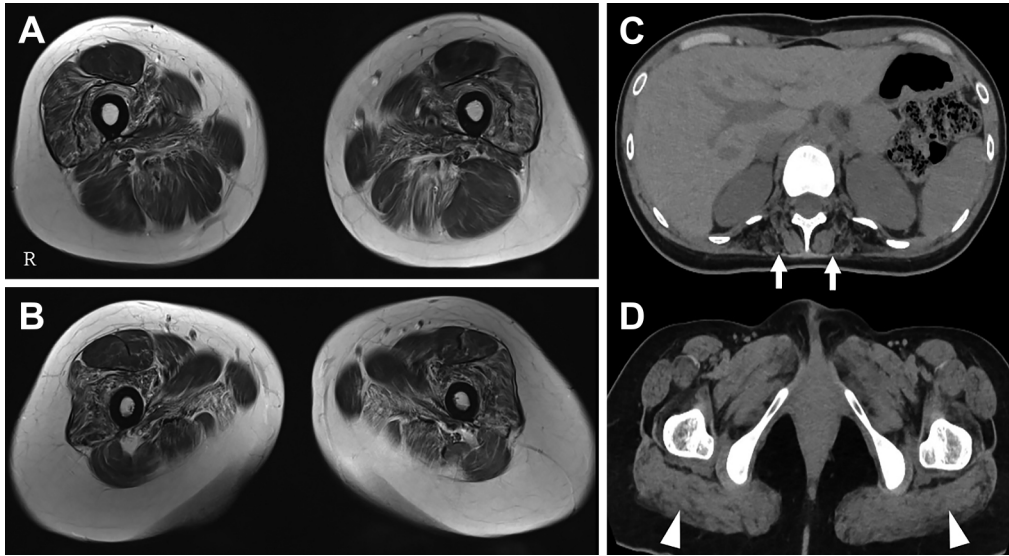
Skeletal muscle MRI and CT.
